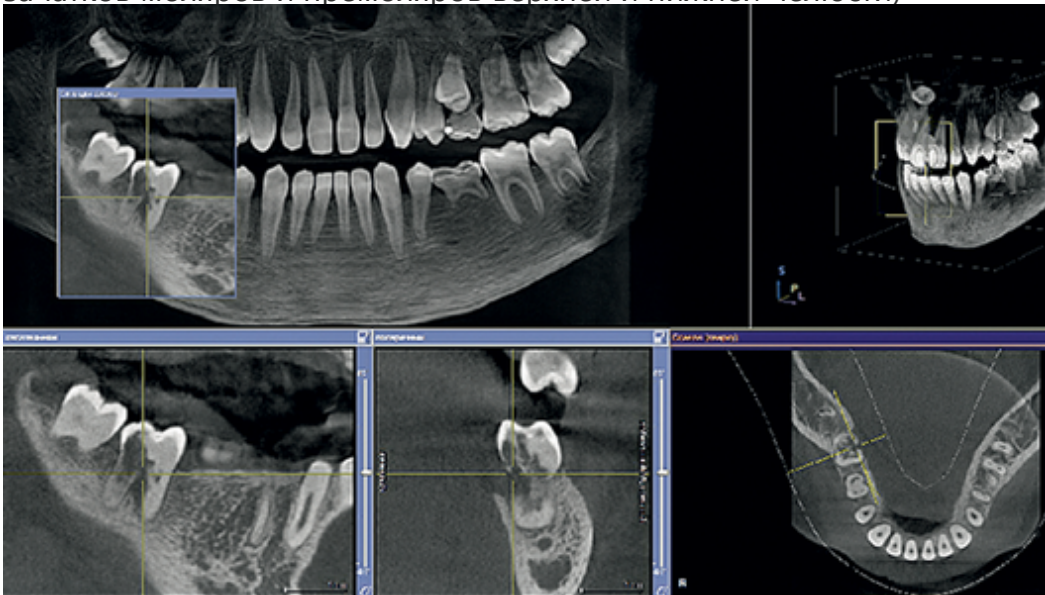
Конусно-лучевая компьютерная томография пациента 14 лет. Первичная частичная адентия (отсутствуют зачатки зубов 3.5, 4.5). Цервикальная инвазивная резорбция зуба 4.6 (4 кл)
